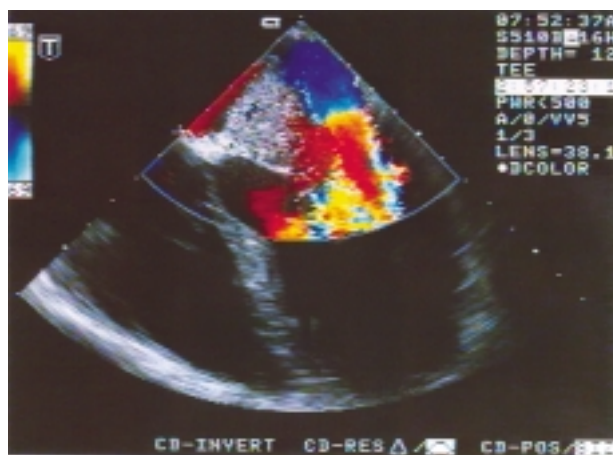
Ecocardiogramma transesofageo color Doppler: l'accelerazione del flusso transmitralico in diastole evidenzia ostruzione parziale
